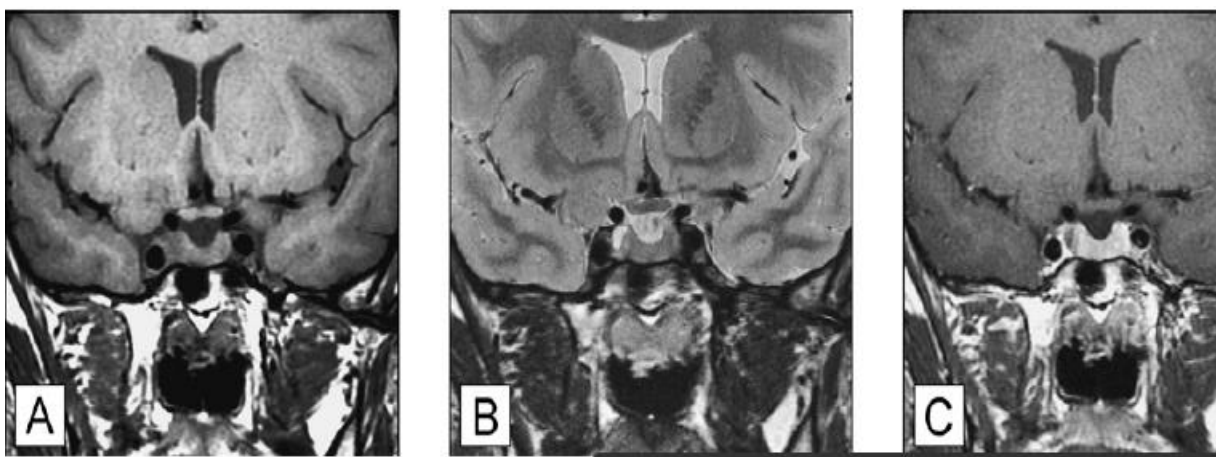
IRM en coupes coronale T1 (1A), coronale T2 (1B), coronale T1 après
